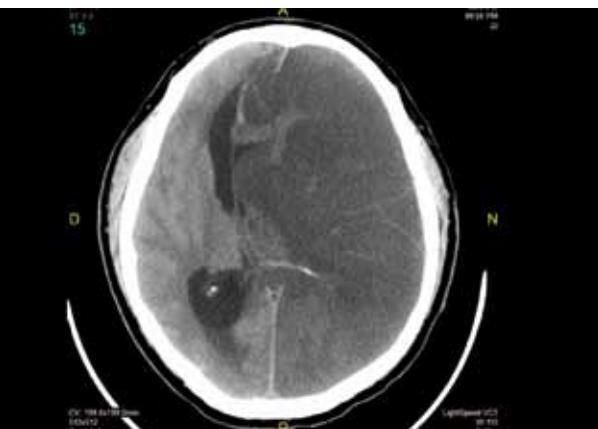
Tomografía cerebral simple 48 horas después del ingreso. Infarto hemisférico izquierdo extenso, con herniación subfalcina.
